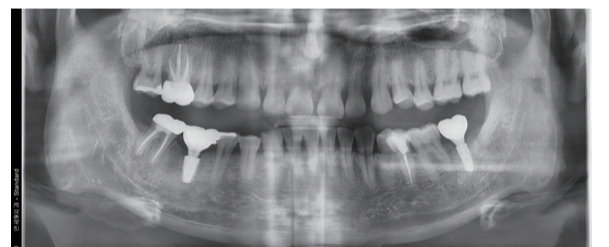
보철물 장착후 파노라마 X-ray 사진.
